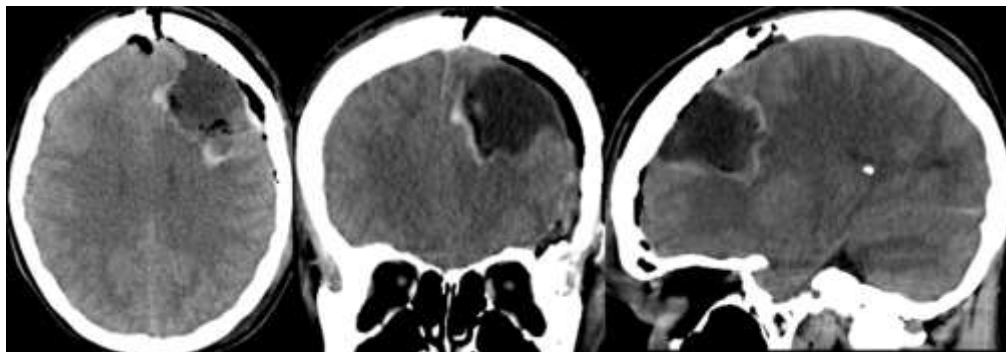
Tomografía cerebral postquirúrgica, lecho quirúrgico sin evidencia de sangrado con resección de gran porcentaje de la lesión.
